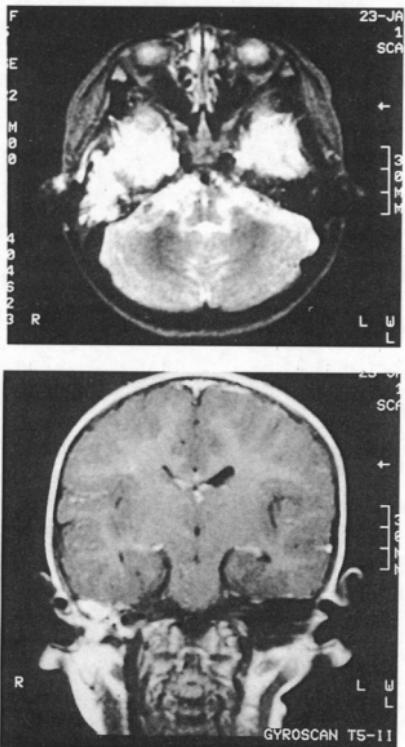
Axial and coronal image of MRI after contrast-enhance shows well enhanced, infiltrative nature mass involving petrous apex, mastoid and tympanic cavity.
